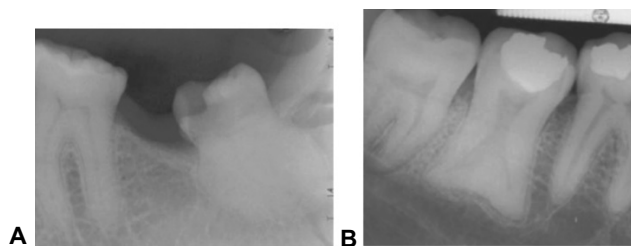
Radiografías periapicales de 2 órganos dentales con anatomías radiculares inusuales. Tanto en la hiper cementosis (A), como en el taurodontismo (B), se debe planear una exodoncia quirúrgica, independientemente de que se encuentren erupcionados.
